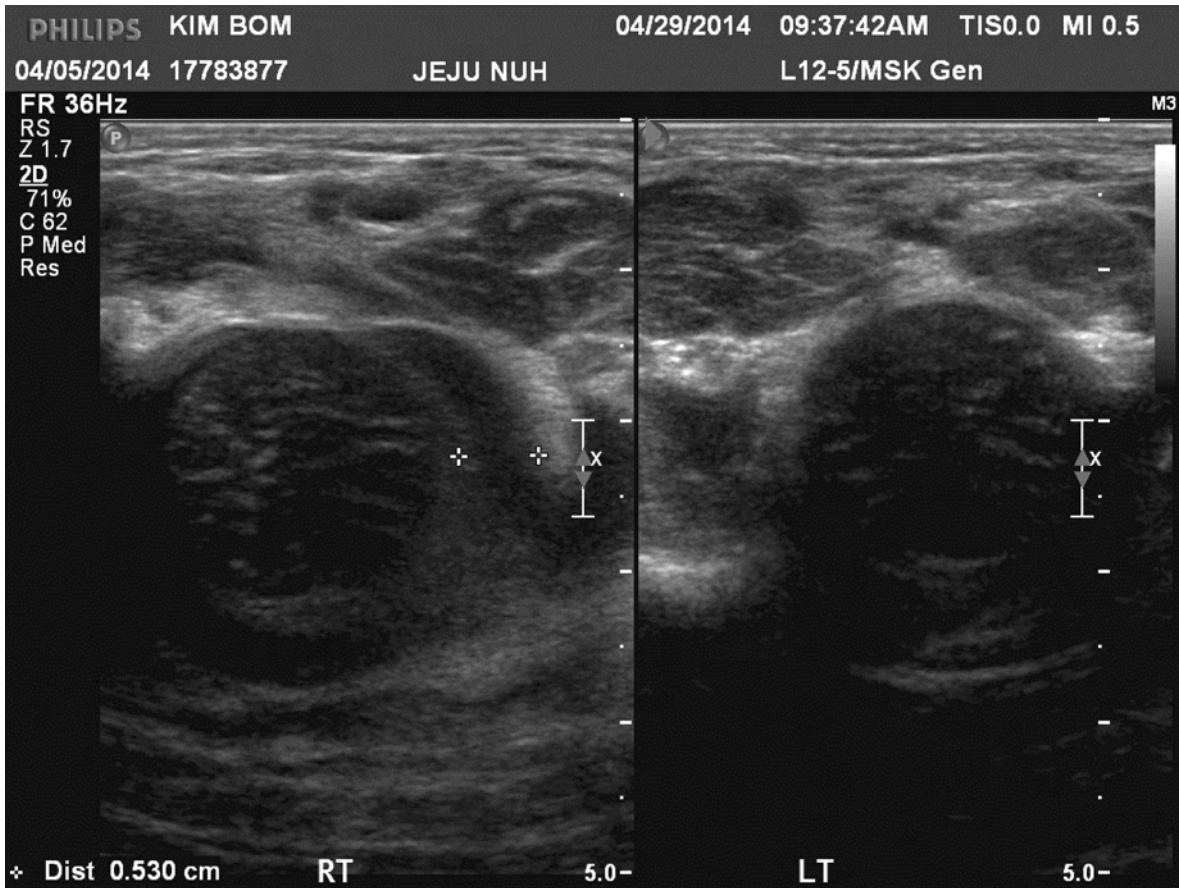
Ultrasound of the right hip joint showing a markedly distended posterior aspect of joint capsule by fluid.
